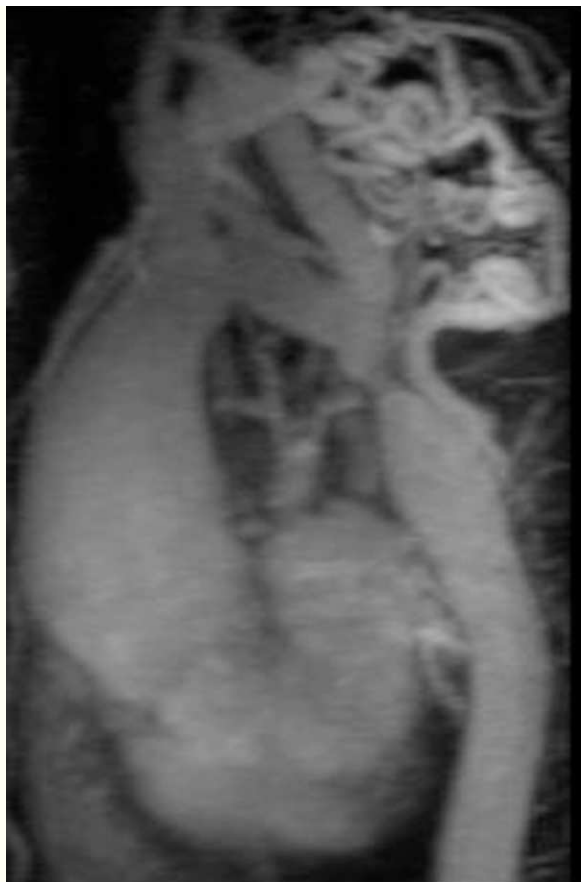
Angiorresonancia magnética con gadolinio en un paciente con recoartación de aorta y aneurisma de aorta ascendente. Puede apreciarse también una leve dilatación de la aorta en la aorta poscoartación en relación con la reparación quirúrgica.
